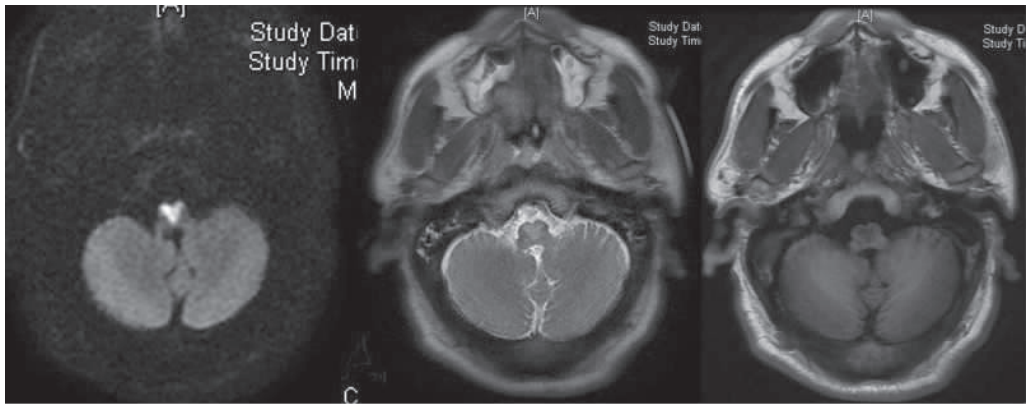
延髓内见片状长 T<sub>1</sub> 长 T<sub>2</sub> 信号影, DWI 呈高信号;双侧延髓急性性梗死
